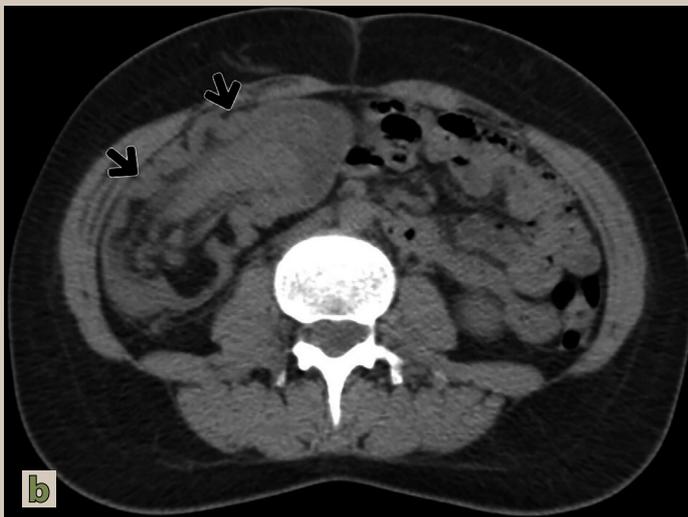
a, b y c. Imágenes de tomografía computarizada de abdomen donde se visualiza una intususcepción ileocólica secundario a un lipoma intramural como punto guía, a) tomografía axial. Se observa el contenido hipodenso de la lesión correspondiente al lipoma intususceptado (flecha negra), b y c) tomografía axial y reconstrucción coronal donde observamos invaginación ileocólica (flechas negras) hasta la porción del ángulo hepático del colon.
